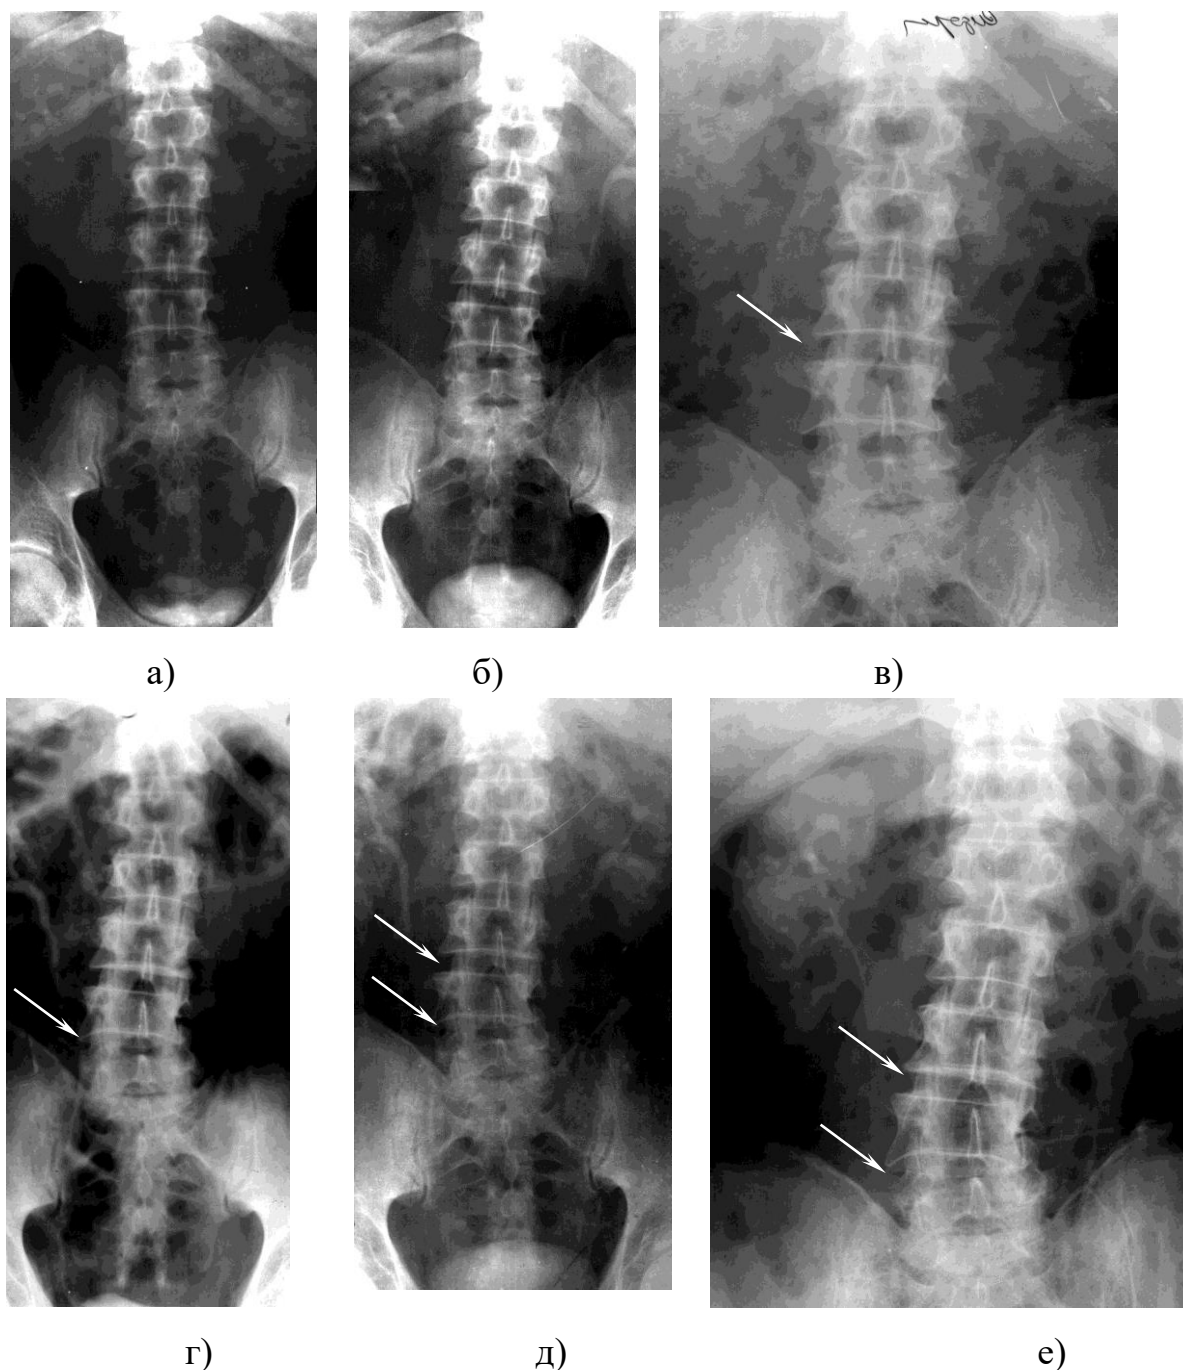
Фотовідбитки рентгенограм х-го С., 66 років (амбул. картка №676433) Формування дегенеративного поперекового сколіозу. Розвиток латеропозиції L<sub>4</sub> хребця та сколіотичного викривлення з 1972 по 2002р.р. (а,б). Стійка сколіотична деформація поперекового відділу хребта та розвиток компенсаторного противовикривлення краніальних поперекових сегментів с латеропозицією L<sub>3</sub>-L<sub>4</sub> хребця в) 1993 рік; г)1995 рік; д) 1998 рік; е)2002 рік.
